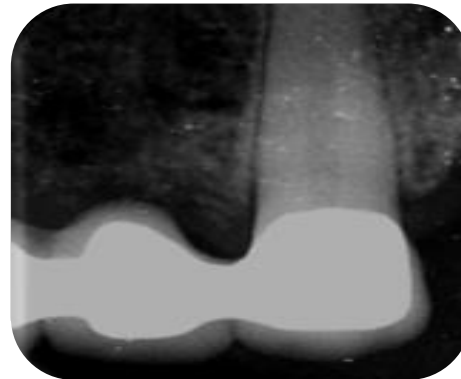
Radiografía prueba de porcelana. (Fuente directa)
